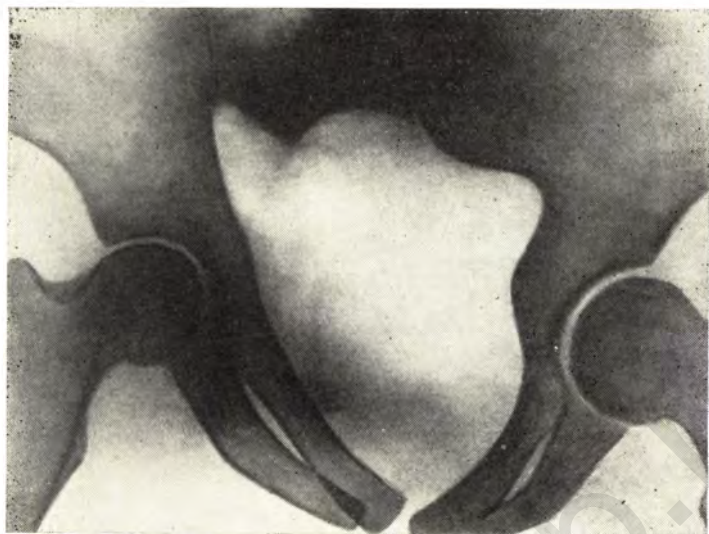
Рентгенограмма входа в таз. Негелевский таз.
